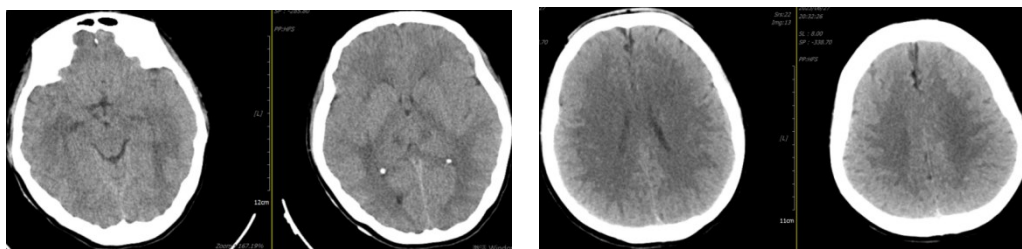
入院后头颅CT影像:双侧大脑半球及丘脑密度减低影
